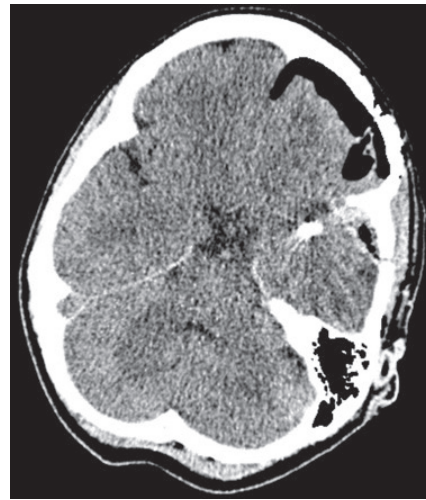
Компьютерная томография головы в ближайшие часы после операции на фоне серии судорожных приступов
